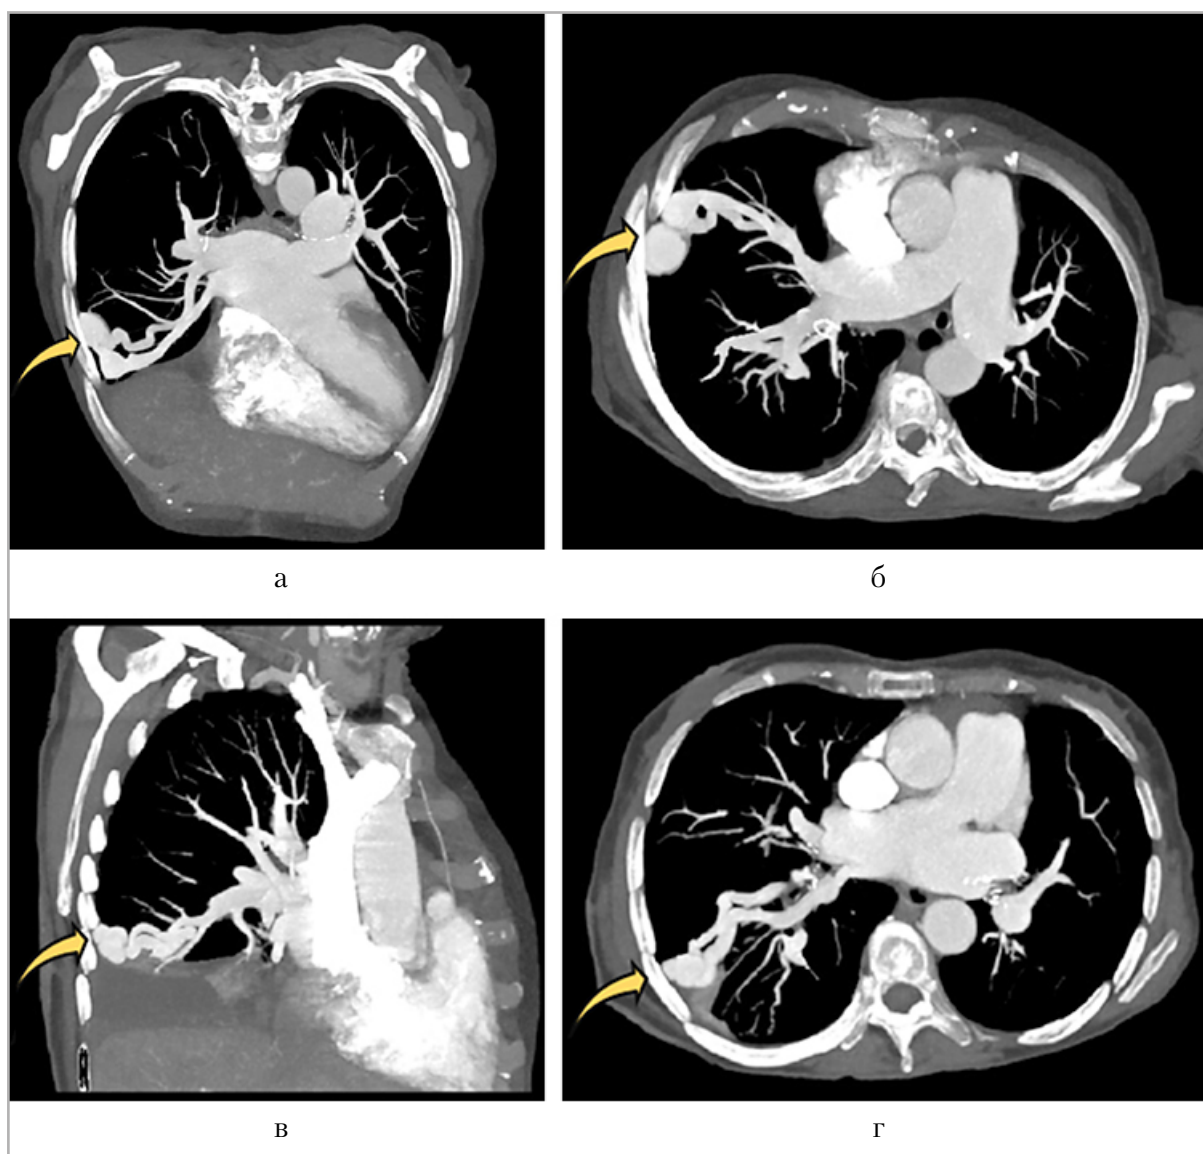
МСКТ органов грудной клетки с внутривенным контрастным усилением в режиме проекции максимальной интенсивности (МІР). Криволинейные реконструкции аксиальных изображений (*а, б, в*), выведенные по длинной оси сосудистой мальформации, и аксиальное изображение (*г*) на уровне левого предсердия. В нижней доле правого легкого визуализируются нидус и дренирующие расширенные извитые сегментарные вены с ранним заполнением контрастным препаратом (*стрелки*)
